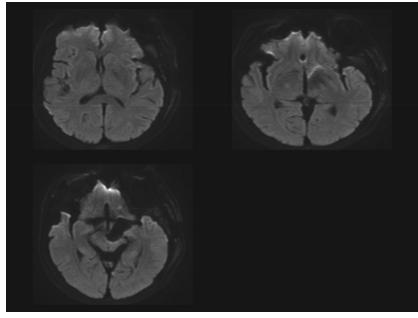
術後MRI画像. 側頭葉や動脈瘤周囲および穿通枝領域に新規 DWI-high signaleを認めない
